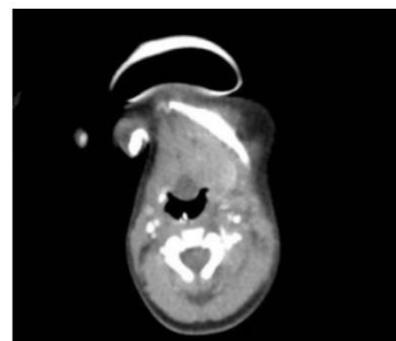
Tomografía axial computerizada que muestra una imagen redondeada hipodensa en línea media, de 11mm de tamaño, que se proyecta hacia la vallécula.
